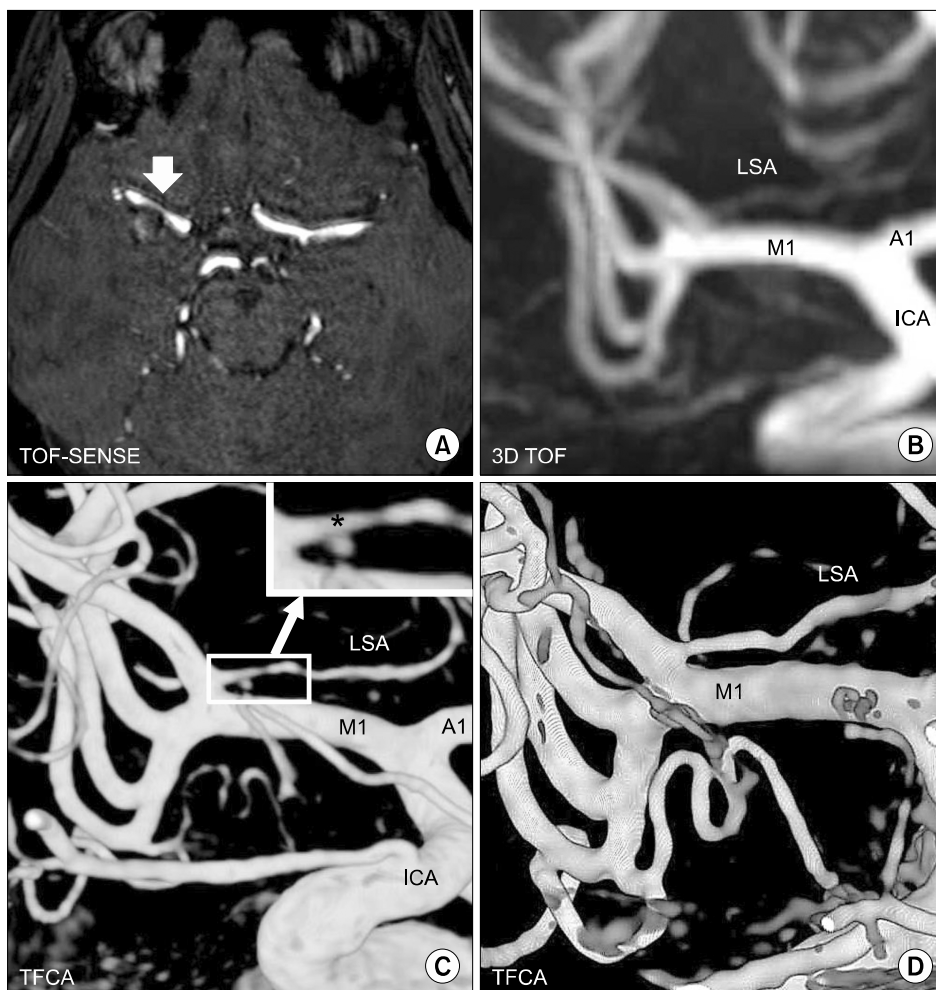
Cerebral angiography. Time-of-flight (TOF) magnetic resonance angiography (MRA) using sensitivity encoding (SENSE) showed intracerebral hemorrhage adjacent to the M1 segment of the middle cerebral artery (arrow) (A), but MRA did not reveal any abnormality in the M1 segment (B). The initial transfemoral cerebral angiography (TFCA) prior to glucocorticoid therapy showed a fusiform aneurysm of the right lenticulostriate artery (LSA) and irregularity of the vascular wall (C); the inset shows the magnified image of LSA aneurysm (asterisk). After a month of high-dose glucocorticoid treatment, the LSA aneurysm was disappeared on follow-up TFCA (D). ICA: internal carotid artery.
